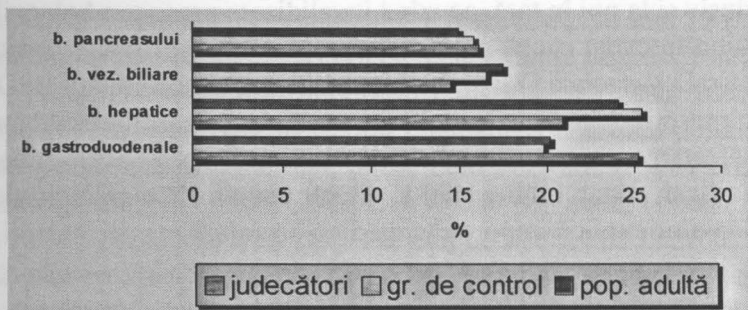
Prezentarea comparativă a morbidității sistemului digestiv la judecători, profesori și populația adultă din RM
